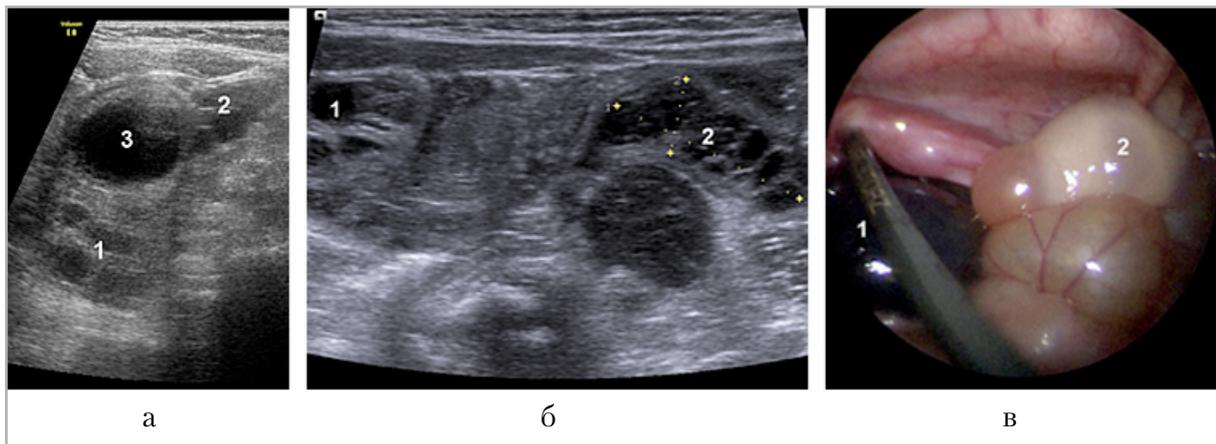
ПП у младенцев с гиперстимулированными яичниками: 1 – пораженный яичник; 2 – контрлатеральный яичник; 3 – мочевого пузыря; а – наблюдение № 2 (ребенок 4 мес), косопоперечный надлонный скан, УЗИ в В-режиме; б – наблюдение № 6 (ребенок 22 сут), поперечный надлонный скан, УЗИ в В-режиме; в – наблюдение № 4, интраоперационное фото
